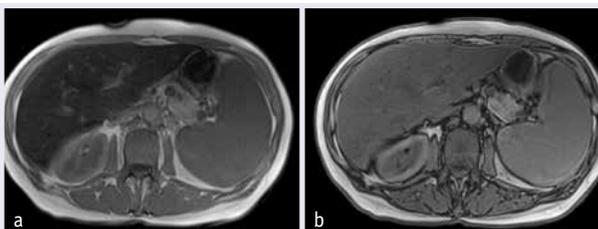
Patient mit geografischer Leberverfettung. Chemical-Shift-Methode mit In-Phase-Bild (a) und Signalabfall des Lebergewebes im Opposed-Phase-Bild (b). Korrespondierendes proton density fat fraction (PDFF) Bild (c) mit jeweils unterschiedlichen Fettfraktionsanteilen. Die Chemical-Shift-basierte MRI ermöglicht, im Gegensatz zur Leberbiopsie, welche lediglich kleine Gewebeausschnitte analysiert und keine Information über die örtliche Variabilität der Verfettung liefert, die Beurteilung der Leberverfettung in der gesamten Leber. Die Fettfraktion des gesamten Lebervolumens beträgt 20.7%.
